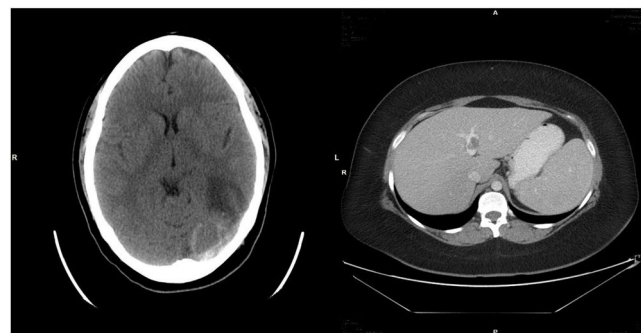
Izquierda. La TAC cerebral muestra hiperdensidad del seno transversal izquierdo asociada a infarto temporal posterior con transformación hemorrágica. Derecha. La TAC abdominal revela un trombo no oclusivo en la porta.
